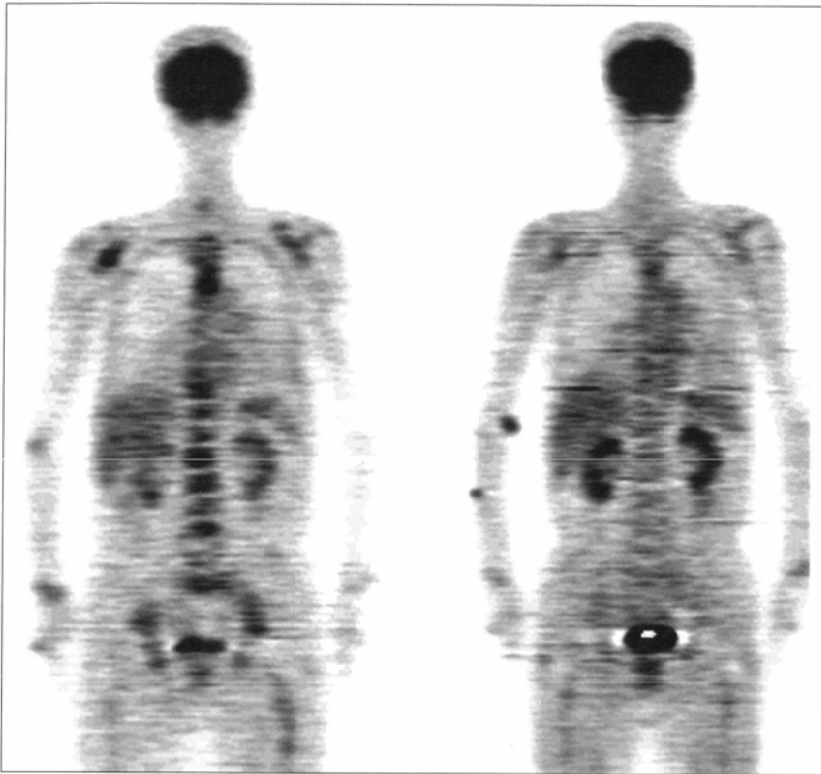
Monitoring of tumor response to endocrine therapy of metastatic bone lesions of prostatic cancer. Initial FDG PET prior to treatment (left) revealed diffuse, intense FDG uptake in the skeletal system. Marked reduction of FDG uptake in the bone on the second FDG PET (right) corresponds to the well-controlled metastatic lesions.
